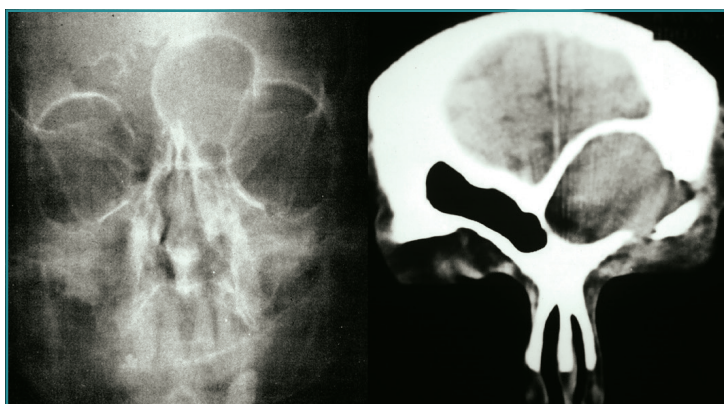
Mucocoele frontal izquierdo (radiología simple y TC coronal).
